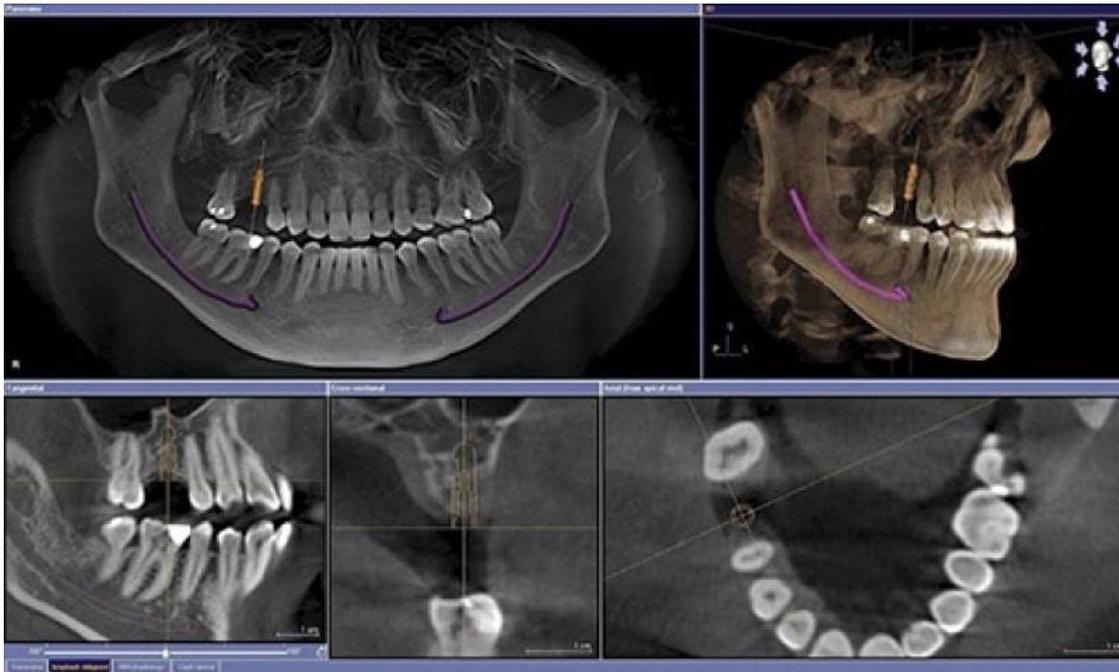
TAC en odontología
